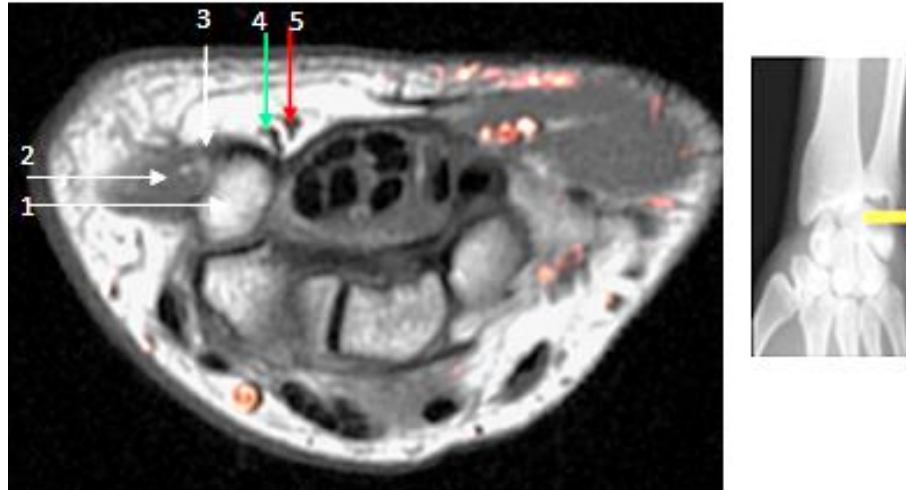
Image IRM du poignet. Coupe axiale passant par la première rangée des os du carpe droit. Le paquet vaculo-nerveux ulnaire est en dehors du pisiforme.
